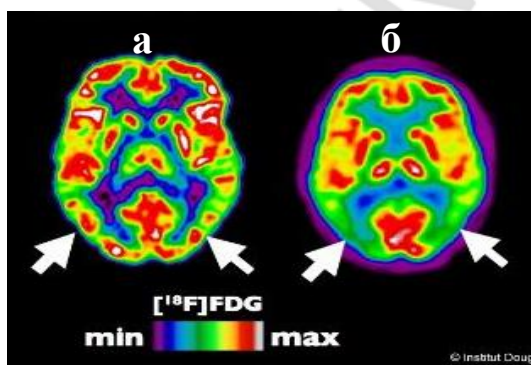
ПЭТ с фтордезоксиглюкозой. У больного БА (б) снижена активность в теменных долях с обеих сторон (отмечено стрелками), по сравнению со здоровым (а).
